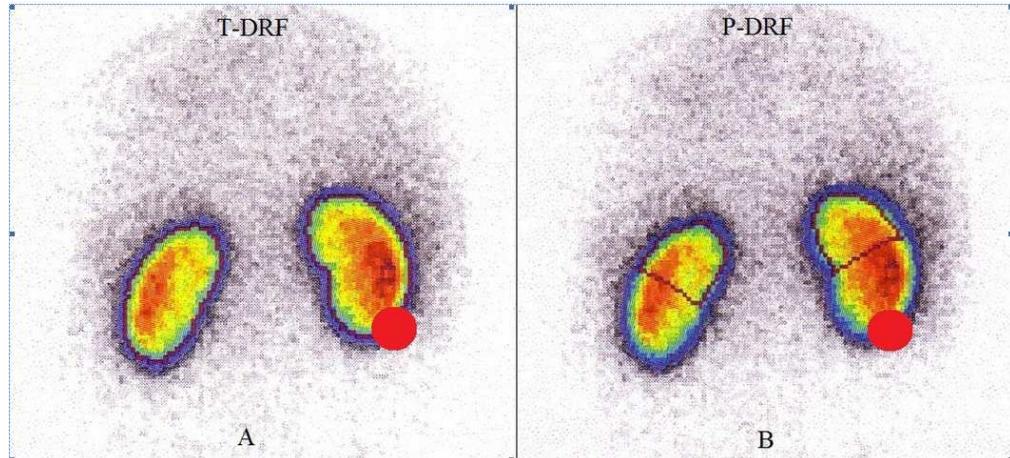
Renal scintigraphy is shown with an imaginary tumour in the lower pole of one kidney (red circle). A: The ROI is selected (purple line) to demonstrate and compare the T-DRF of both kidneys. B: The ROI is selected in the nontumorous pole of the involved kidney and compared with the same ROI in the contralateral kidney.
